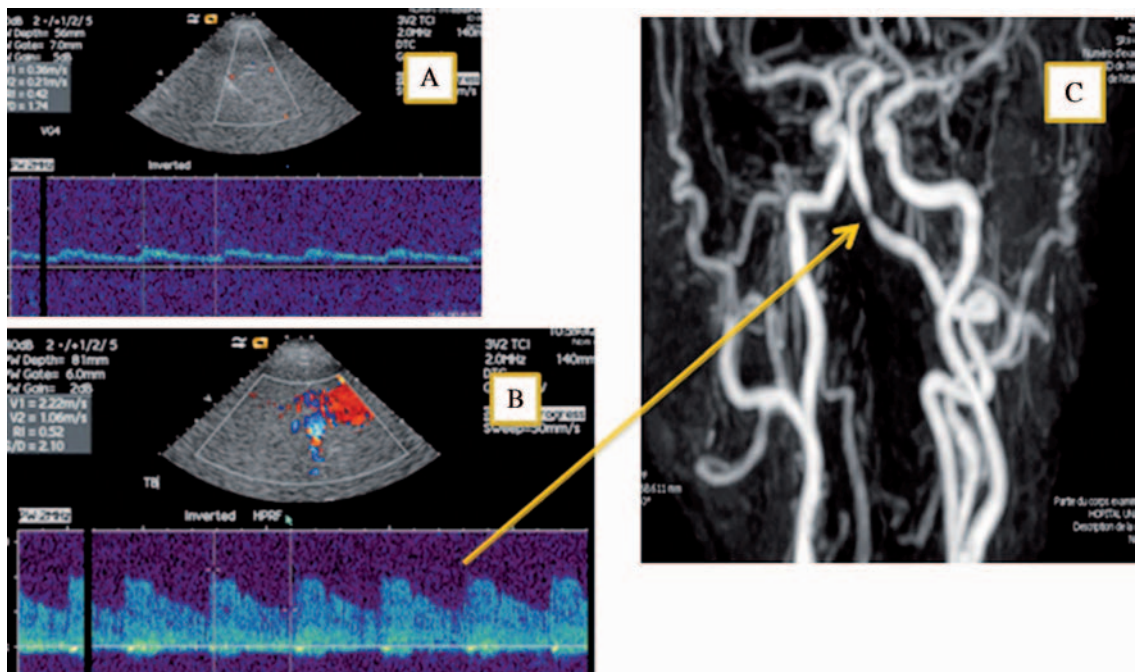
64 years old man, diabetic, admitted for sudden double vision. Vertebral arteries were normal, including V4 (proximal part), however the intracranial Doppler signal was very poor (A). Distal part of the vertebral arteries and truncus basilaris could not be detected before contrast injection. After contrast injection, disclosure of severe stenosis of distal left V4 and proximal truncus basilaris (B), confirmed by MRI (C).
